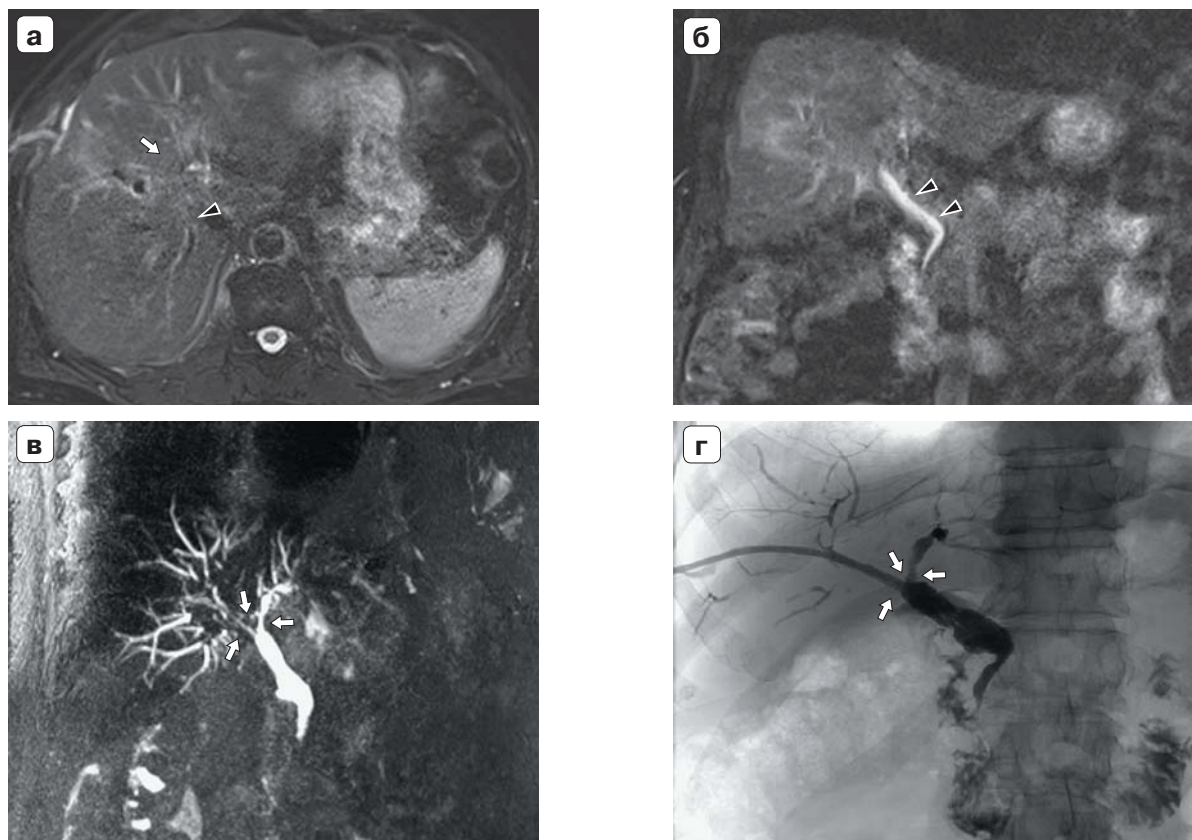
Результаты контрольного обследования через месяц. а – магнитно-резонансная томограмма (аксиальное 2D TSE T2ВИ), в правой доле дренаж с умеренным перифокальным отеком печеночной ткани, внутрипеченочные протоки существенно не расширены (крупная стрелка); б – магнитно-резонансная томограмма (коронарное 2D TSE T2ВИ:), сохраняется повышенная ригидность стенок внепеченочных желчных протоков с еще менее выраженным угловым изгибом общего печеночного протока (крупные стрелки); в – магнитно-резонансная холангиопанкреатикограмма, дальнейшее уменьшение расширения внутрипеченочных желчных протоков, конглоуенс дифференцируется; г – фистулохолангиограмма, отсутствие признаков протоковой гипертензии, быстрая эвакуация контрастного препарата в ДПК, появление просвета конглоуенса (стрелки).
